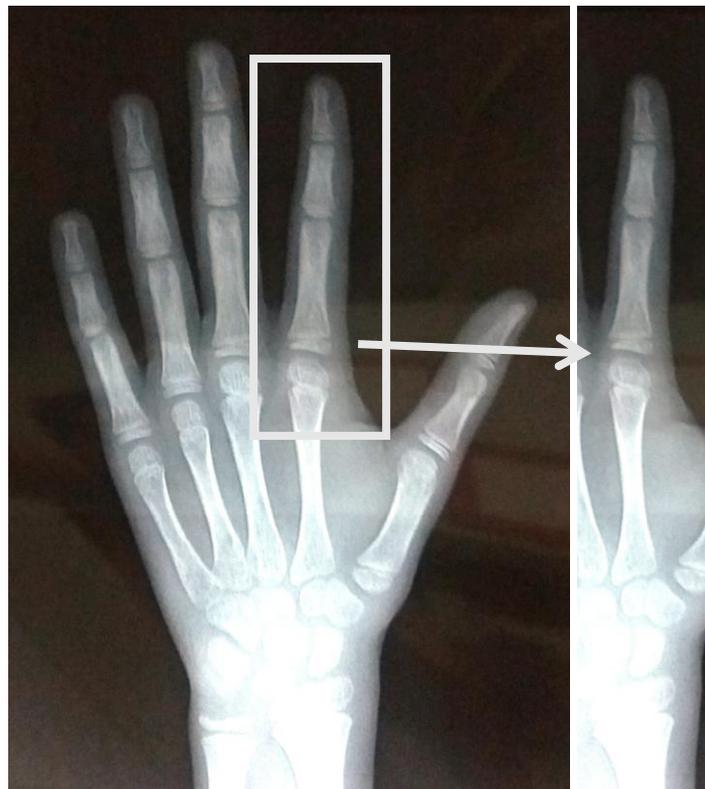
Radiografia mão e punho.
